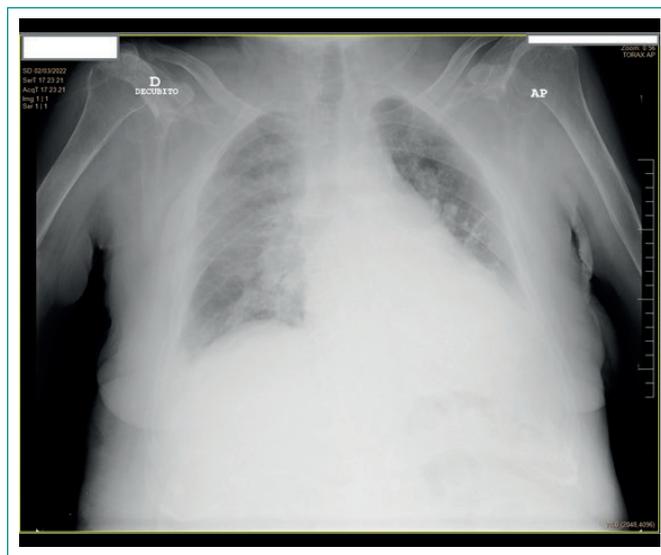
Radiografía de tórax: condensación pulmonar que afecta al lóbulo superior, medio e inferior derecho.
